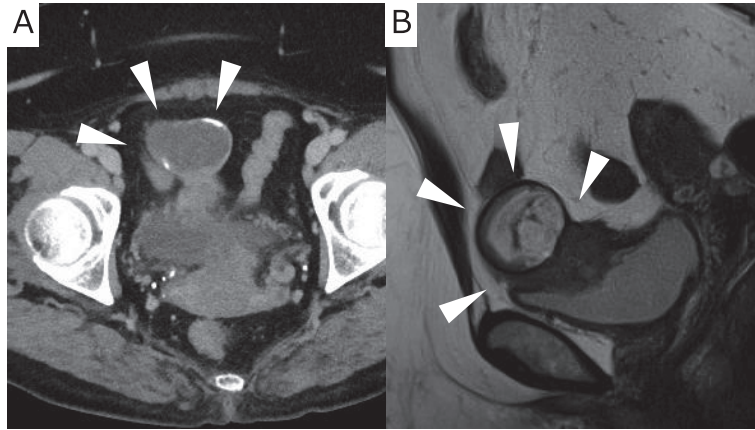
A: CT shows a low density mass with calcification at the limbus with a diameter of 60 mm on the right side of dome of bladder.
